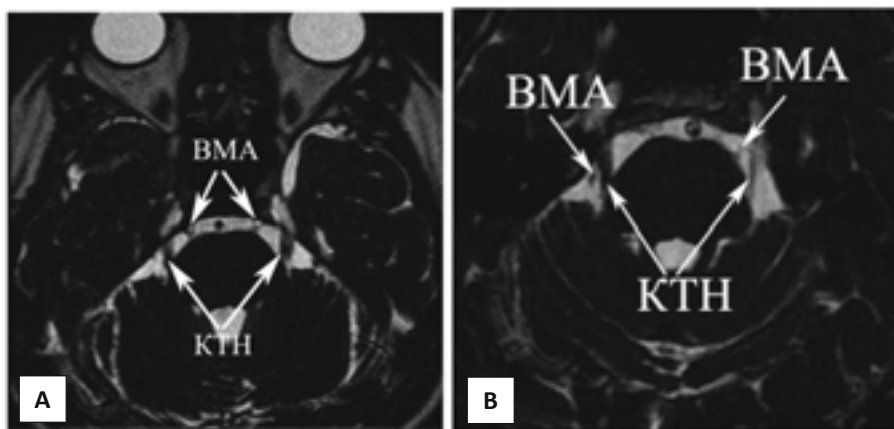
МРТ больного К. с клиникой классической тригеминальной невралгии справа:
